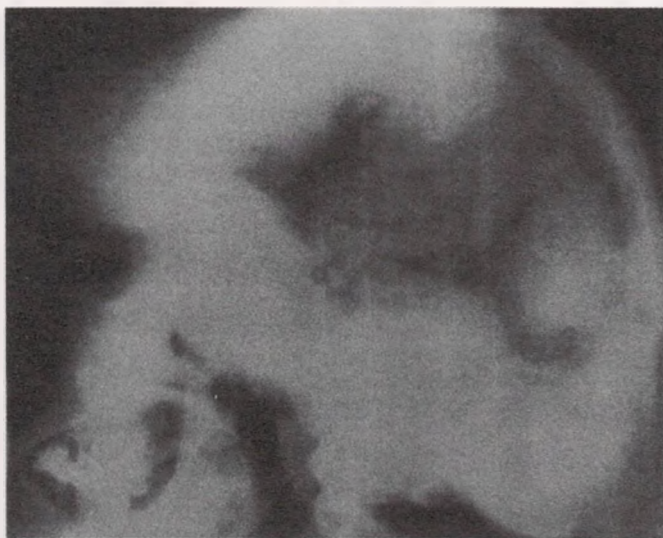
Рентгенограмма черепа больного Д.
